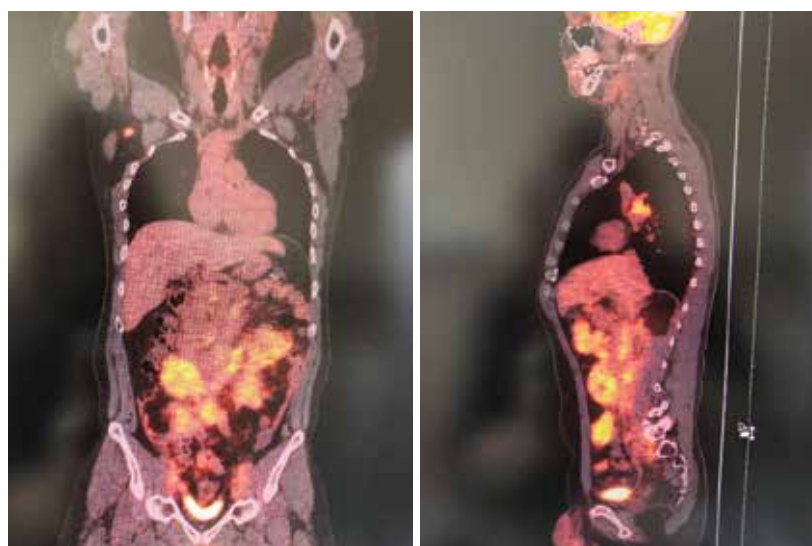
Результаты ПЭТ-КТ с ФДГ от 11 октября 2021 г. Патологическая гиперметаболическая активность в единичном подчелюстном лимфоузле слева – SUV max 3,8, сцинтиграфический диаметр 10 мм, в единичном подмышечном лимфоузле справа SUV max 6,1, сцинтиграфический диаметр 11 мм, в бронхо-пульмональных лимфоузлах справа и слева SUV max 5,4, сцинтиграфический диаметр 15 мм, в конгломератах забрюшинных паракавадных и парааортальных лимфоузлов SUV max 7,38, в конгломератах брыжеечных лимфоузлов SUV max до 10,10 (было 9,27), в наружных подвздошных лимфоузлах справа и слева SUV max 6,45
